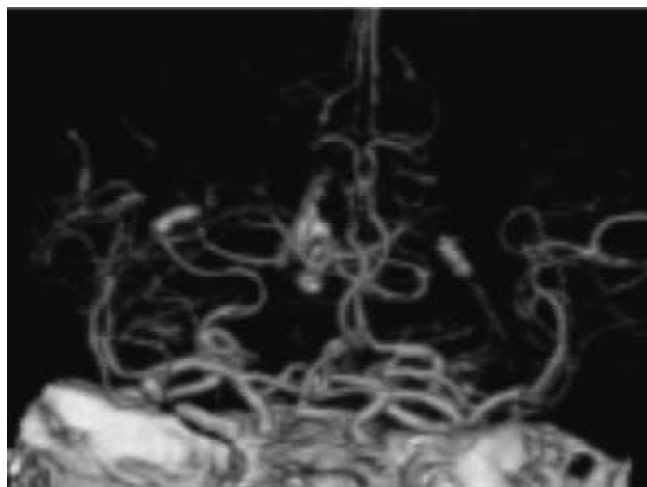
Angiografía por TAC. Tomado de An overview of intracranial aneurysms MJM 2006; 9(2): 141-146.
